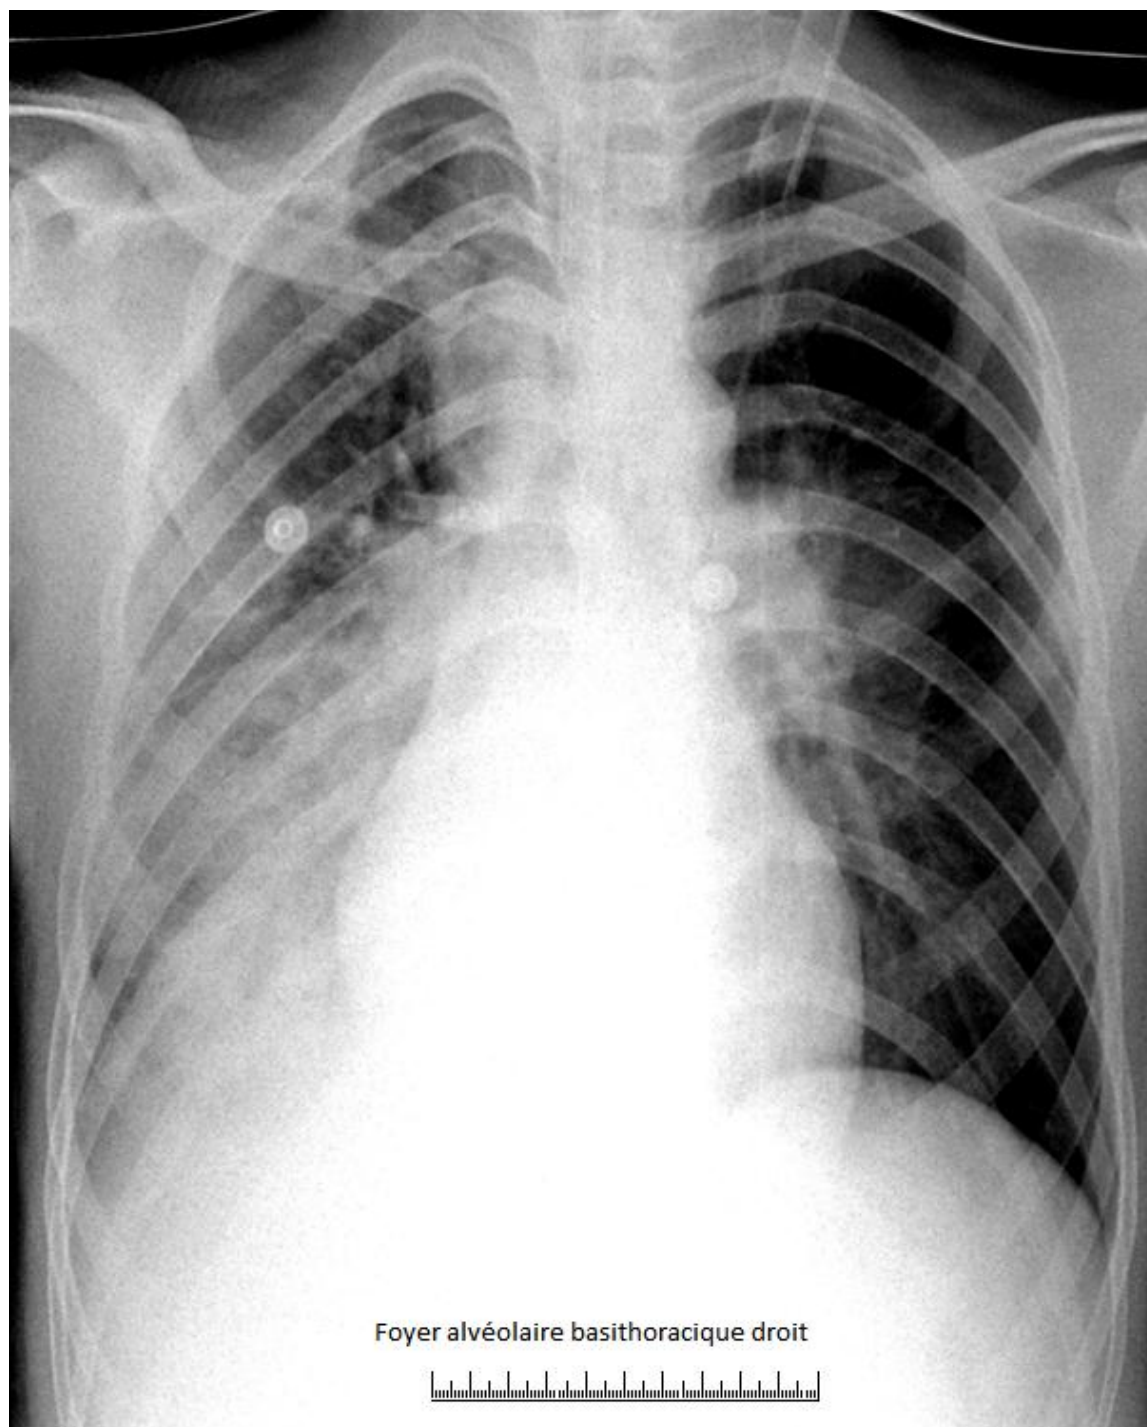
radiographie du thorax réalisée en position debout montrant un foyer alvéolaire basi-thoracique droit
